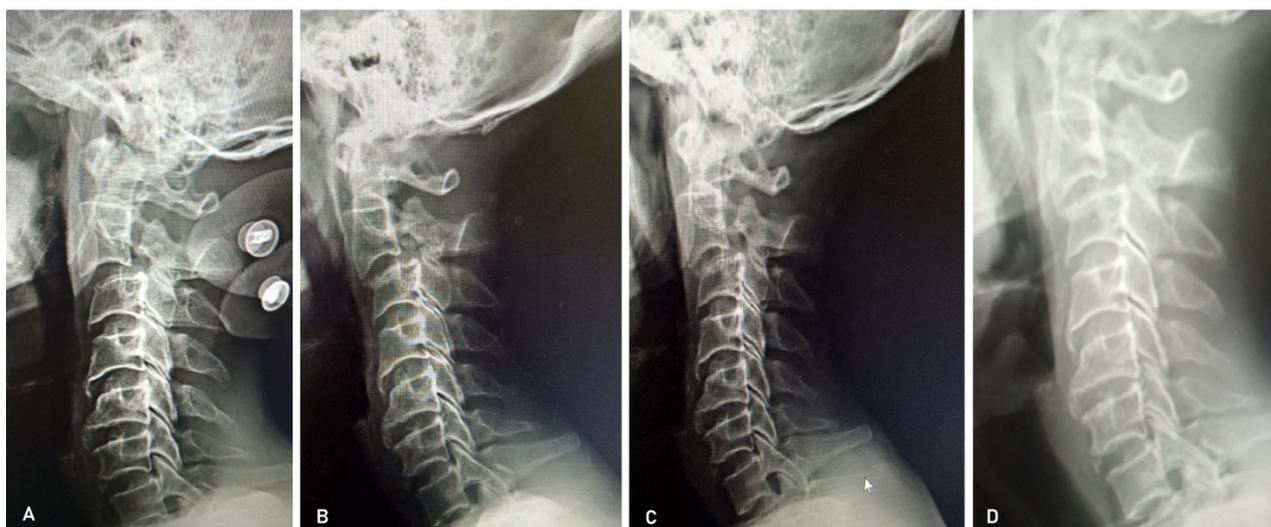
A- radiografía cervical lateral al ingreso, B- a los 30 días, C- a los 90 días y D- a los seis meses
